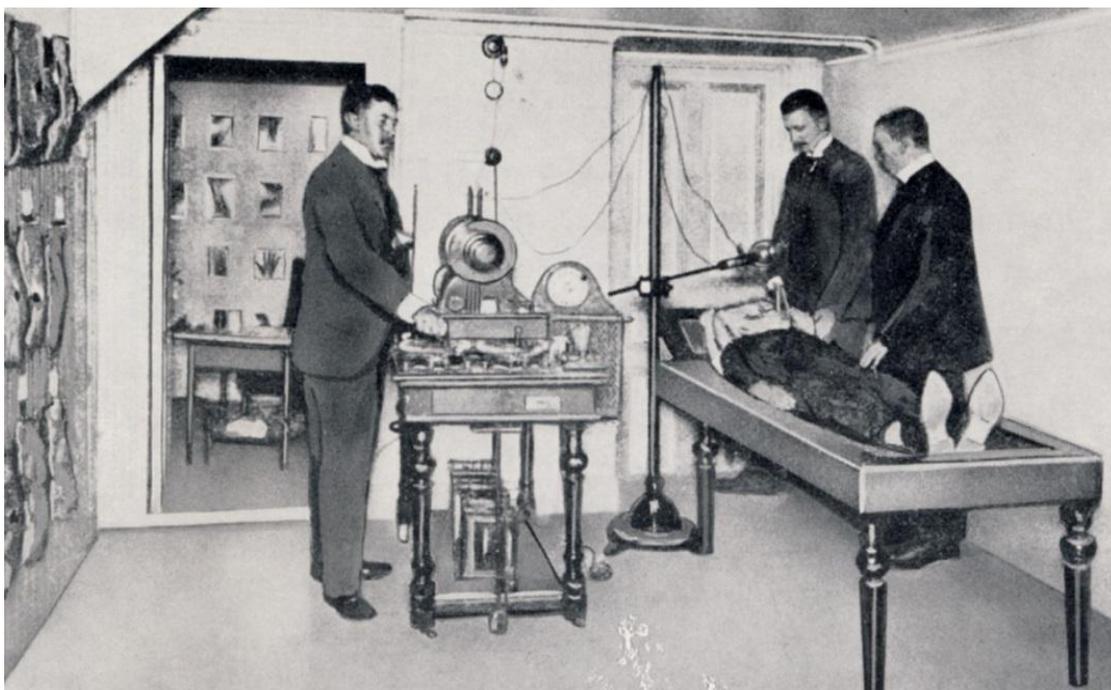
Stenbeck's Roentgen Institute, Stockholm, in about 1900. Reprodução de imagem do artigo de Richard F. Mould.
